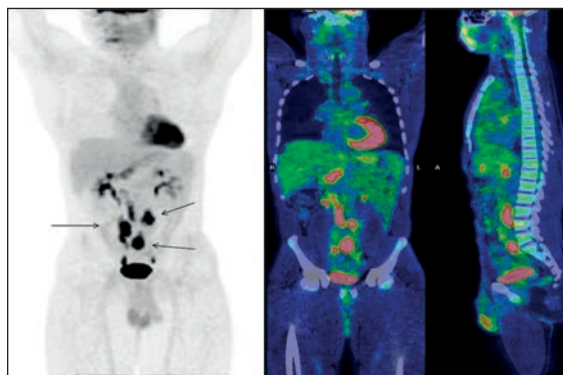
18F-FDG PET/CT in paziente con febbre di ndd: Tubercolosi addominale.
